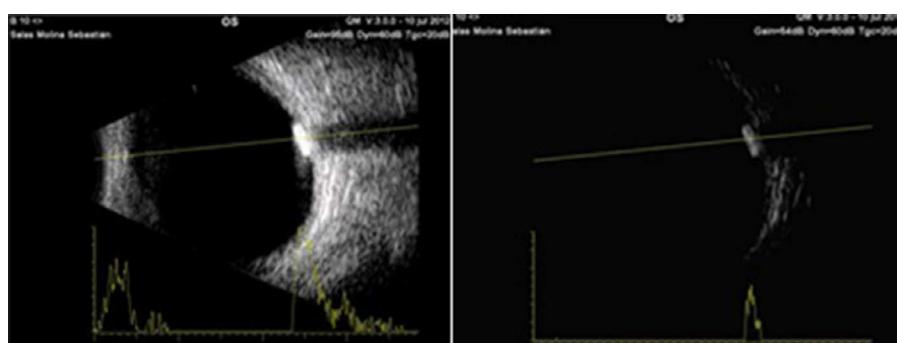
Ecografía de OI, revela masa calcificada.
